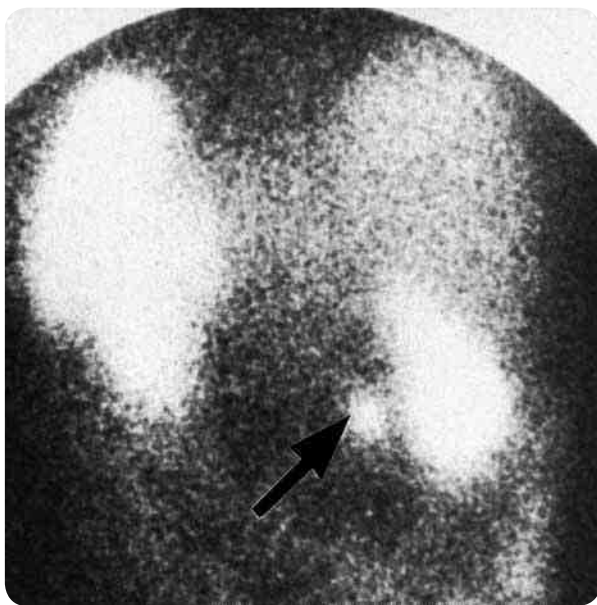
Сцинтиграфия при инсулиноме хвоста поджелудочной железы
